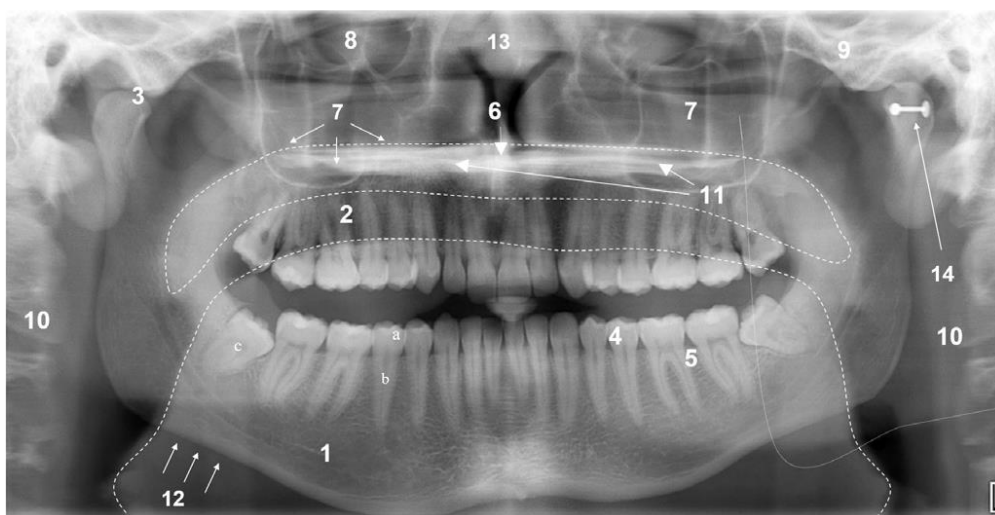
Imagem de radiografia panorâmica com algumas características importantes destacadas. (1) mandíbula (2) maxila (3) côndilo mandibular (4) dentição (dentes) (5) osso alveolar (6) coluna nasal anterior (7) antro (8) órbita (9) zigoma (10) coluna cervical (11) imagem dupla do palato duro (12) córtex mandibular, (13) cavidade nasal, (14) corpo estranho (joias). Adaptado de: (Sklavos et al., 2019).
